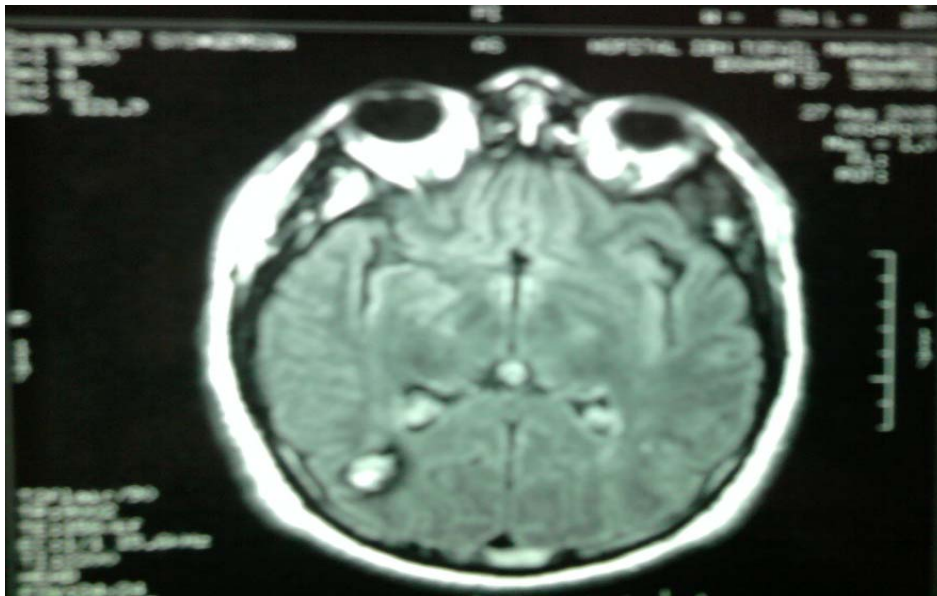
IRM cérébrale en coupe axiale en séquence pondérée T2 sans injection de gadolinium montrant une formation arrondie bien limitée occipitale droite sous corticale mesurant 16mm de diamètre présentant un signal hétérogène et entourée d'un halo périphérique en hyposignal en rapport avec un cavernome (service de Radiologie du CHU MED VI).
